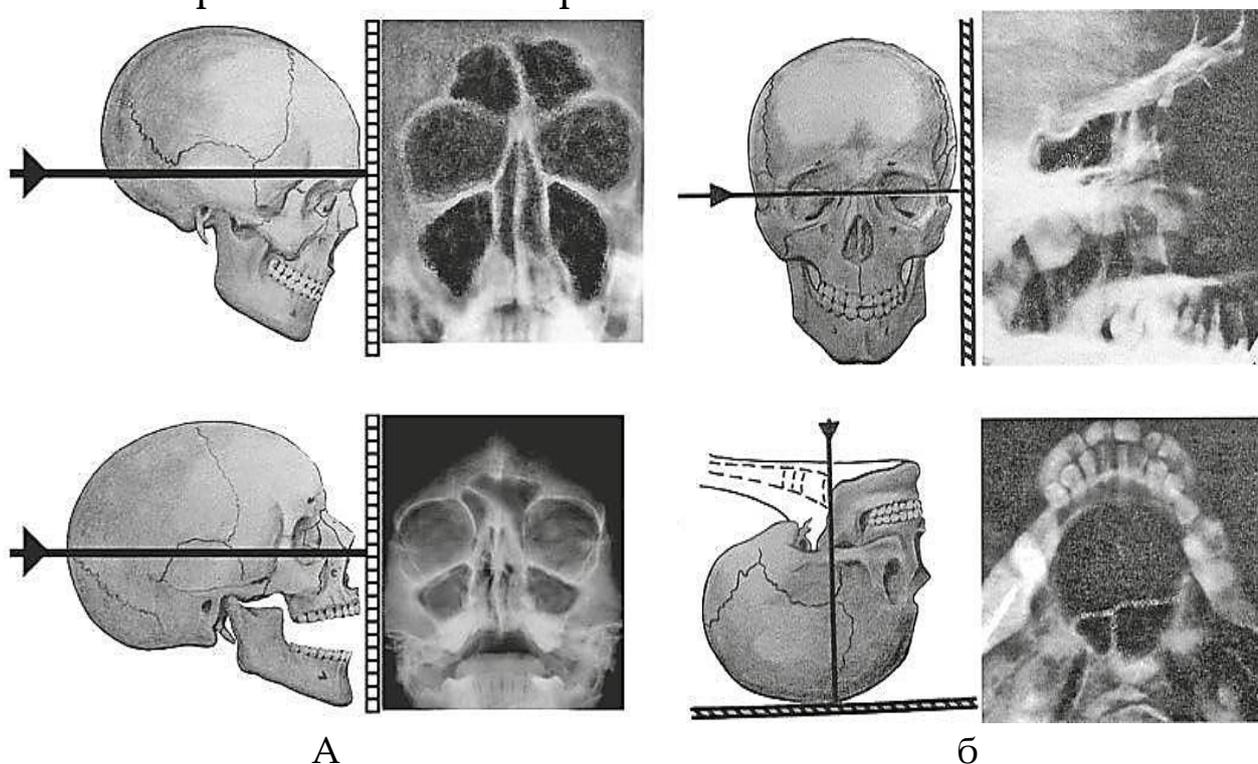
Наиболее распространённые рентгенологические укладки при исследовании околоносовых пазух
